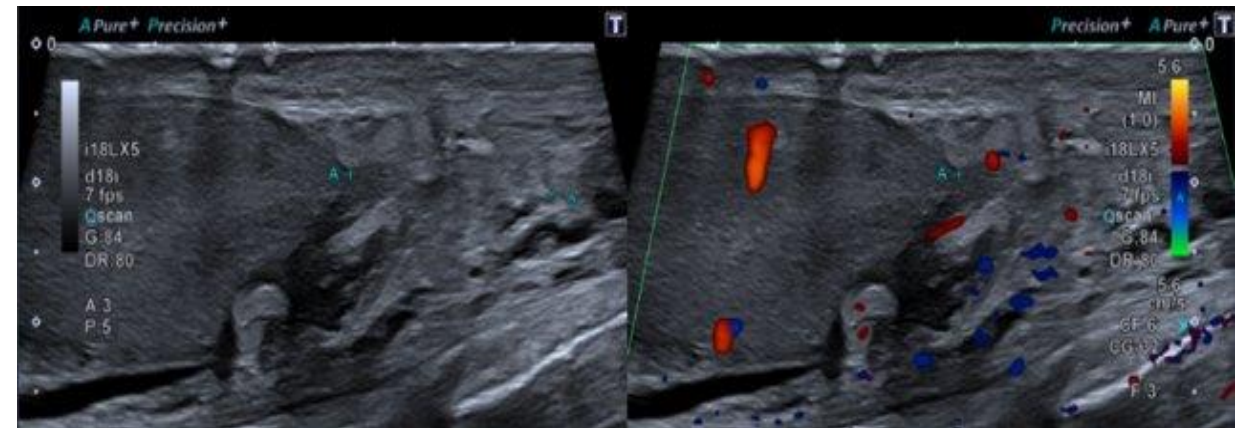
Paciente con antecedente de cirugía urológica reciente con dolor testicular izquierdo a la exploración caliente y doloroso. Imagen comparativa en modo B (A) y modo Doppler (B): engrosamiento de la cola epididimaria izquierda (17 mm de grosor aproximadamente), con aumento de la vascularización en dicha localización.
